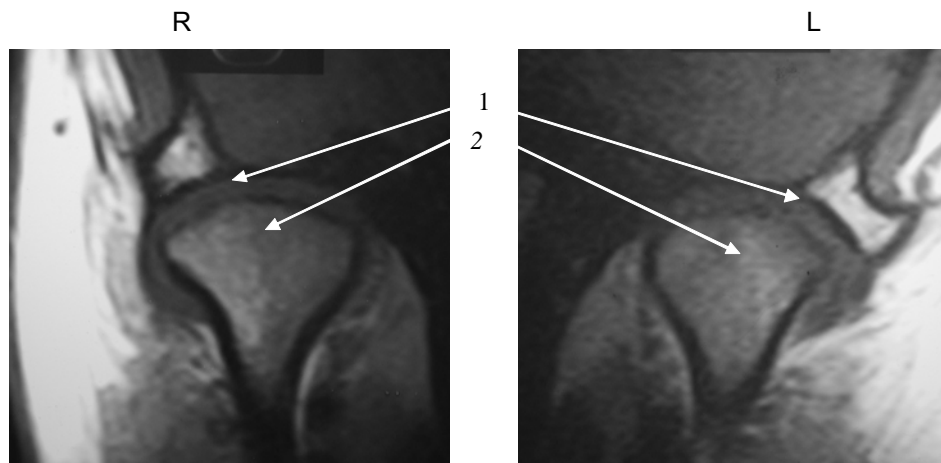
Хвора Ф., МРТ у фронтальній проекції у звичній оклюзії: 1 – суглобовий диск; 2 – голівка нижньої щелепи
